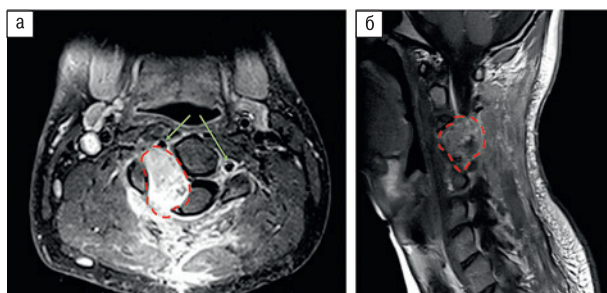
МРТ с контрастным усилением
